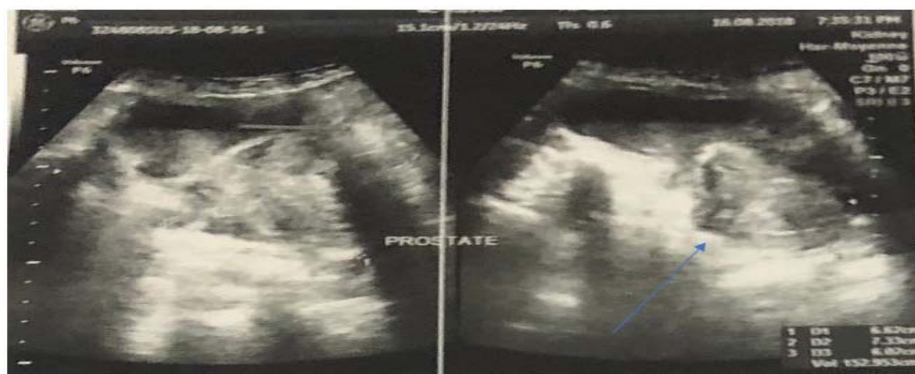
Image échographique montrant une prostate augmentée de volume de 153 cm³, de contours mal limités, d'échostructure hétérogène (CHU Mohamed VI)
